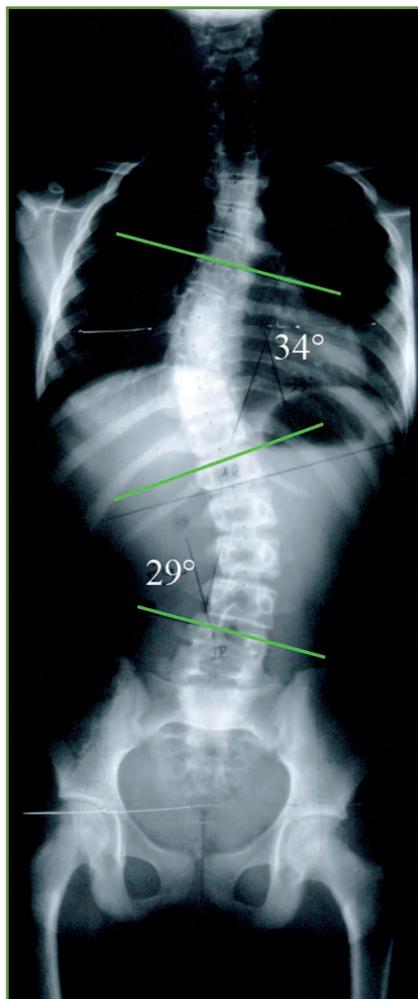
La radiographie du rachis en totalité réalisée debout, de face, permet de définir l'étendue de la déformation du rachis. Il s'agit ici d'une double courbure, combinée, thoracique et lombaire.
